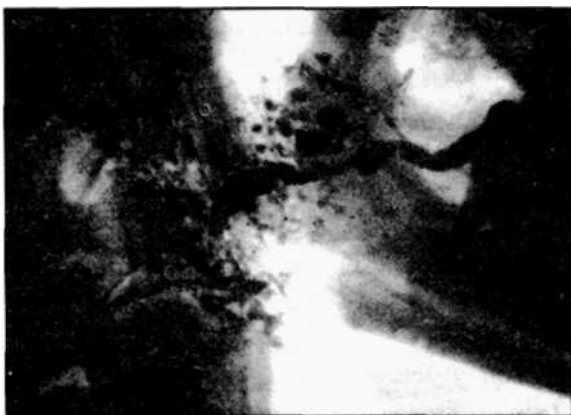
Сиалограмма больного хроническим паренхиматозным паротитом в поздней стадии заболевания. В паренхиме железы имеются большие полости скопления рентгеноконтрастного вещества. Определяются уровни контраста. Паренхима железы не контурирует. Внутрижелезистые протоки не выявляются. Главный выводной проток деформирован.
